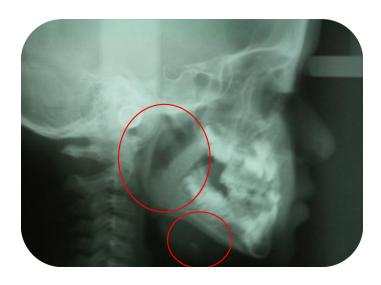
Radiografía lateral de cráneo de la paciente. FP.
